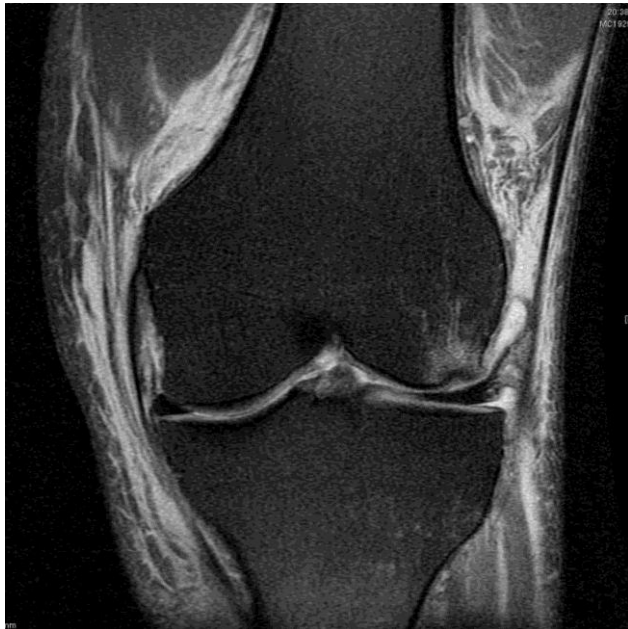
RM Coronal T1 rodilla izquierda
